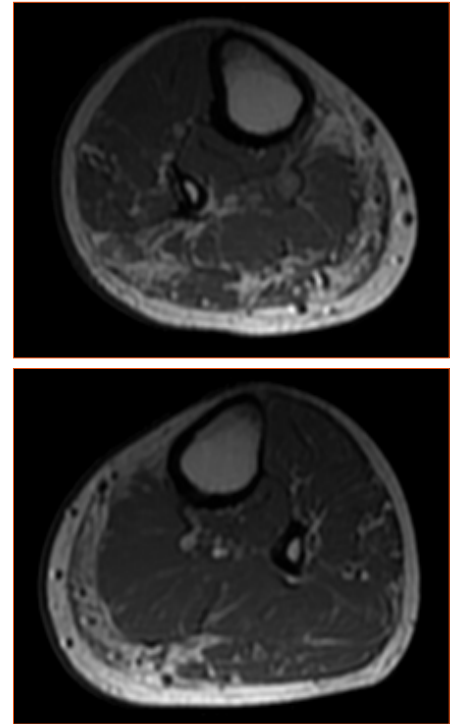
Resonancia magnética muscular: anillo de infiltración grasa en la periferia de ambos gemelos. Patrón de resonancia típico de miopatía de Bethlem.
